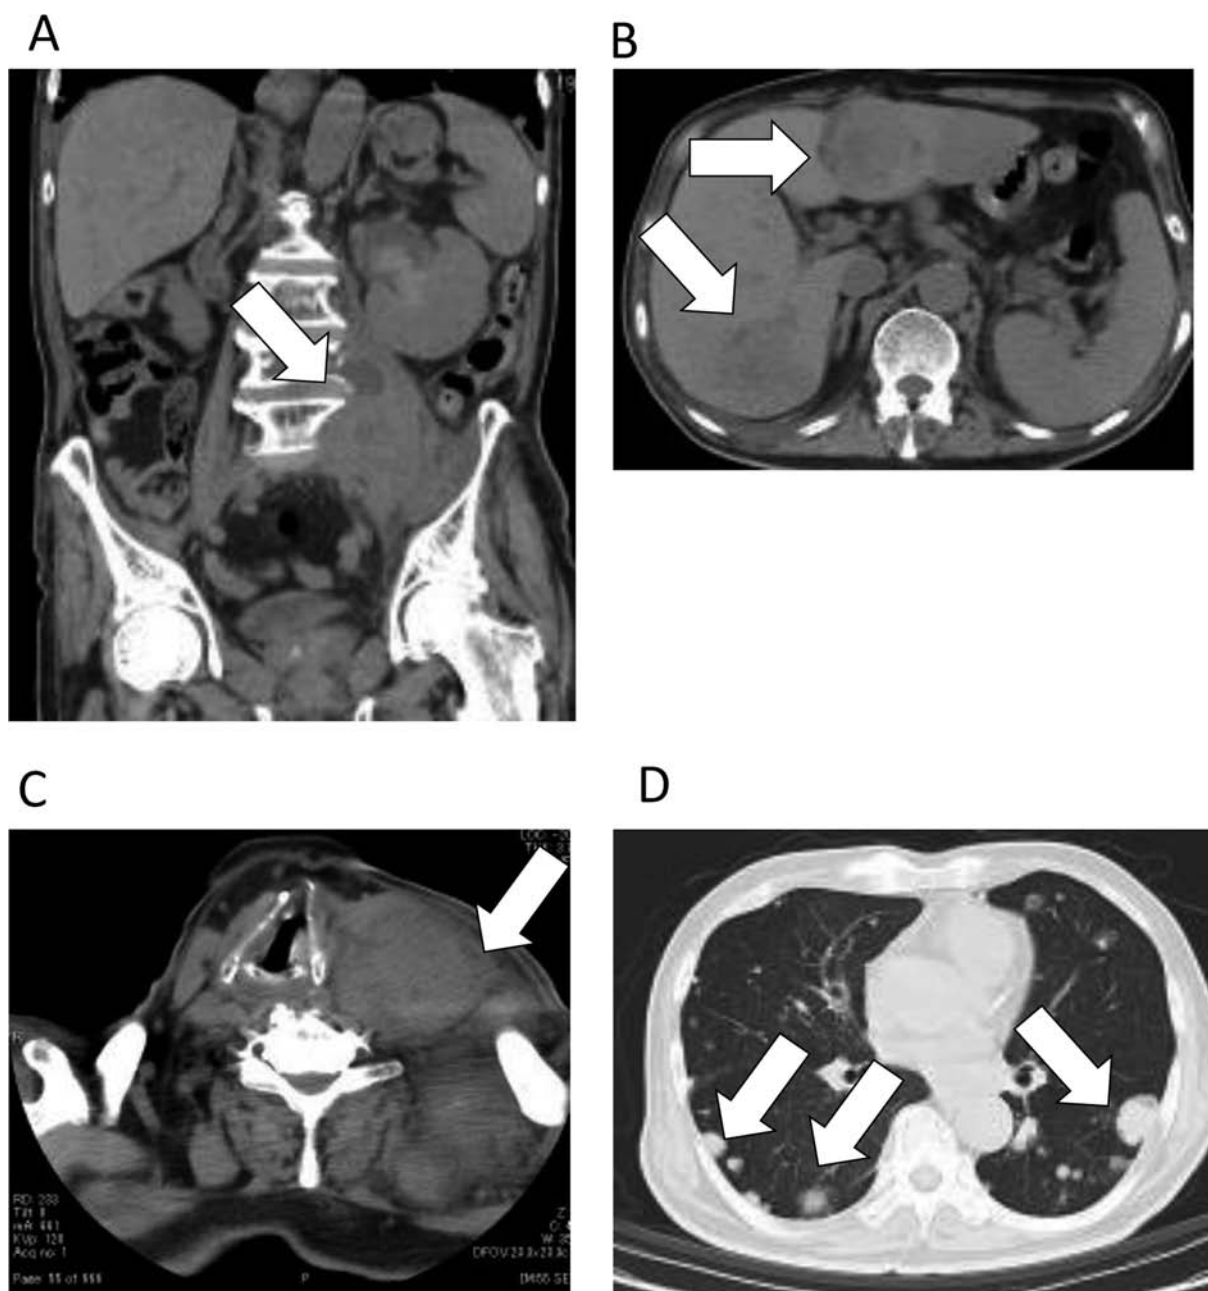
Plain computed tomography images of ureteral tumor (A), liver metastasis (B), Left supraclavicular lymph node metastasis (C) and lung metastasis (D) after chemotherapy followed by pembrolizumab. White arrows show each of the tumors.
